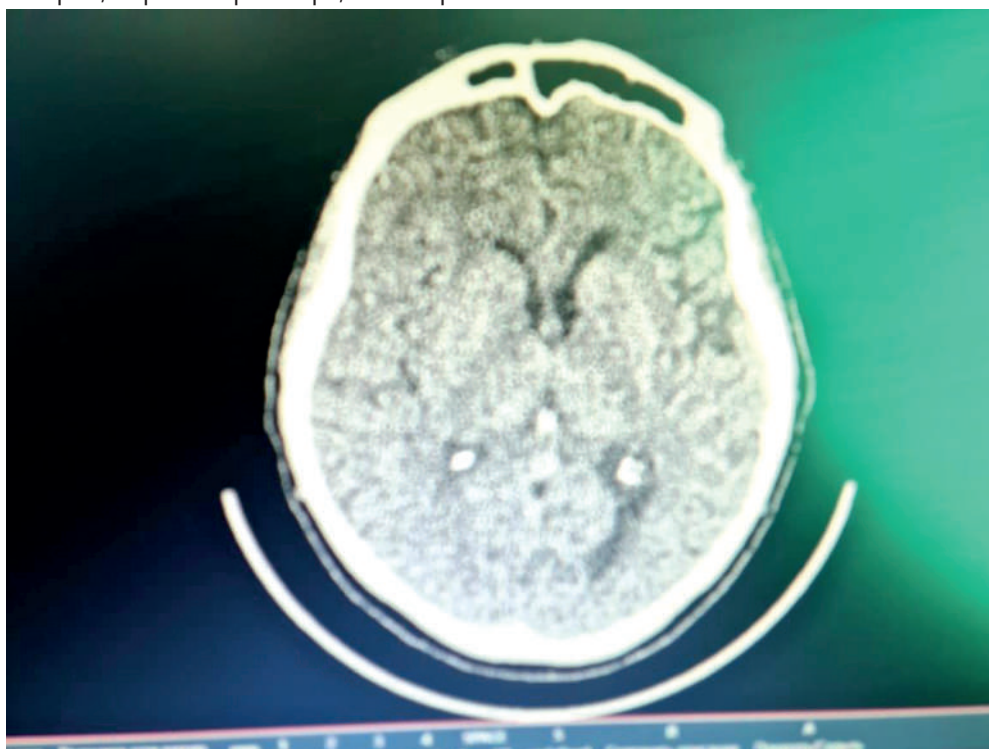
КТ головного мозга 10.02.2021г.
